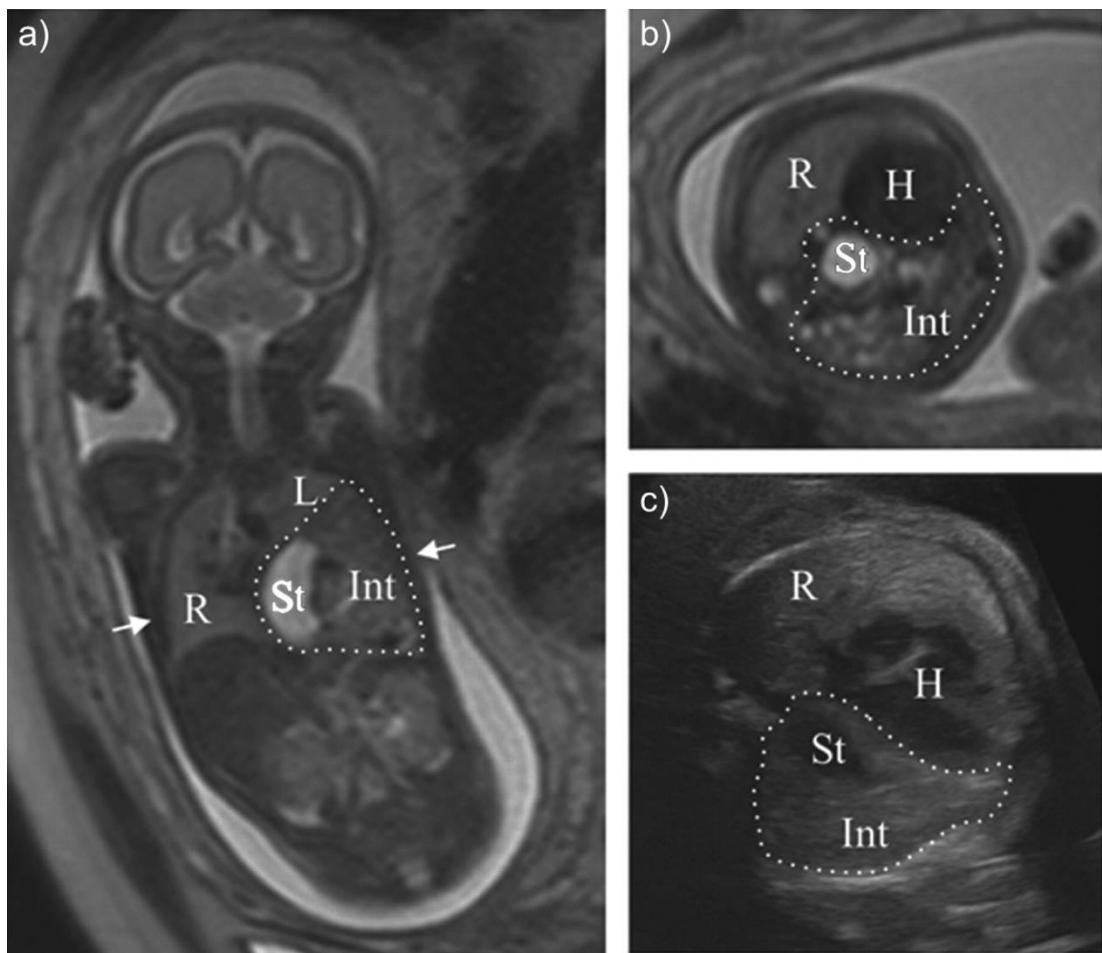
RMN de HDC prenatal
